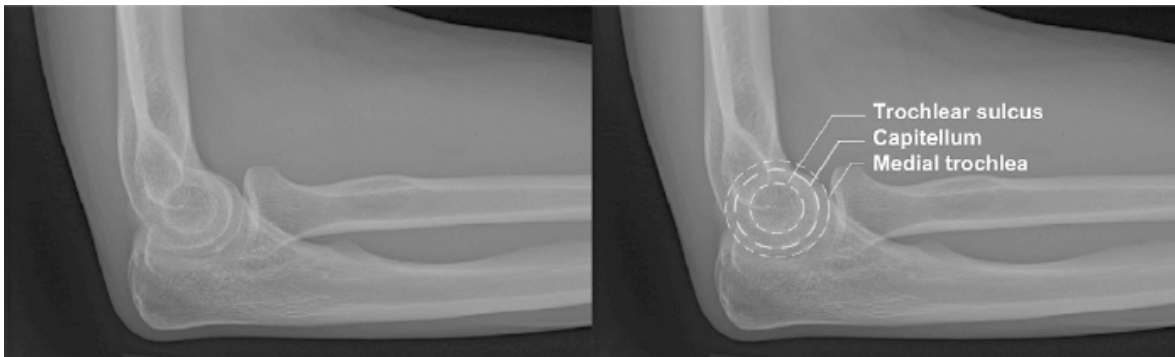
Radiographies latérales acceptables du coude démontrant l'identification des 3 arcs concentriques: le sillon trochléaire, le capitellum et la trochlée médiale. © 2012 Elsevier. *Reprinted from the Journal of Shoulder and Elbow Surgery, Volume 21 (5), pp.574-579 with permission.*
